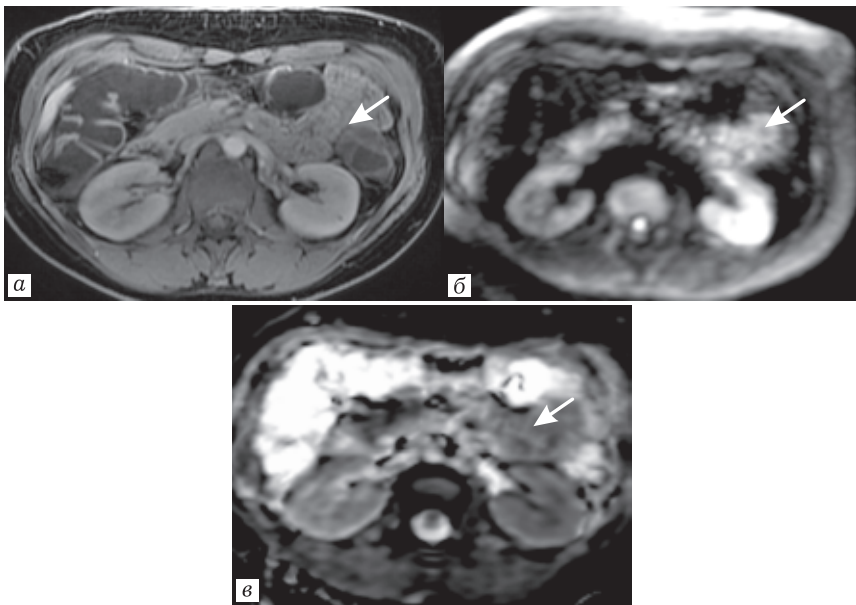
Неудовлетворительное заполнение тощей кишки в области левого брыжеечного синуса на постконтрастном изображении T1-FS (а) с признаками повышения интенсивности сигнала на DWI (б) и рестрикцией диффузии на ADC (в)
